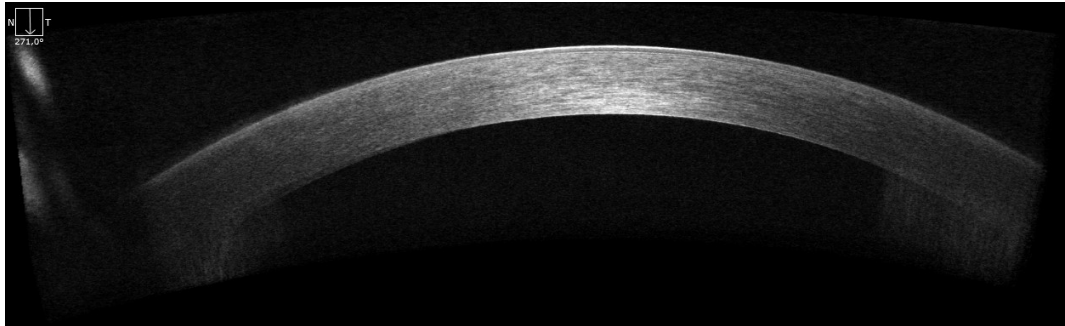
Optische Kohärenztomographie (OCT) einer gesunden Hornhaut (Quelle: Eigene Darstellung)
